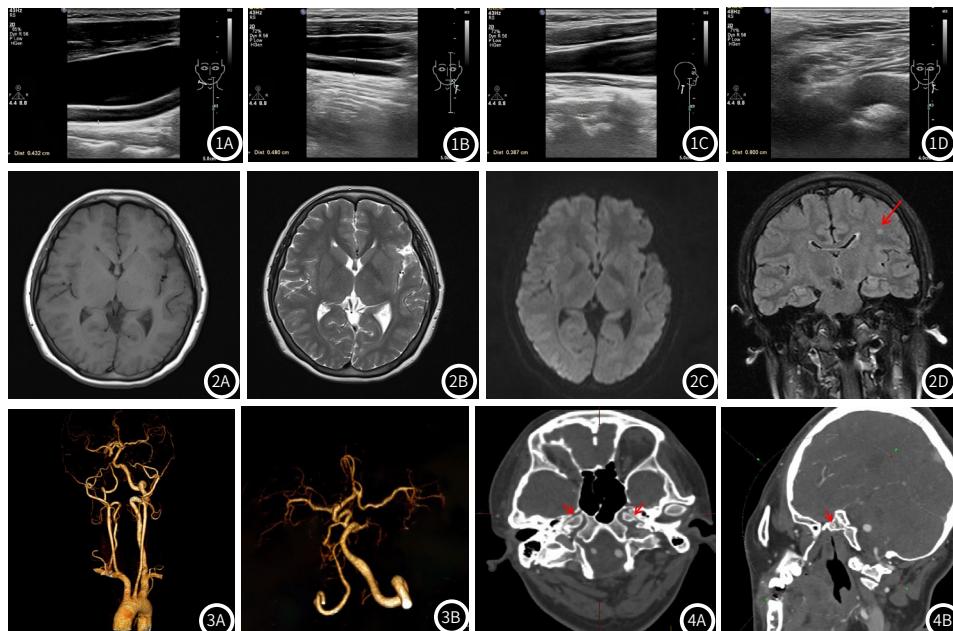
~图1B 双侧颈总动脉内径小，双侧颈内动脉显示不清；图1C~图1D 双侧椎动脉管径不对称，右侧椎动脉内径约3.8mm(图1C)，左椎动脉内径约8.0mm(图1D)。图2A T1加权成像(T1WI)。图2B T2加权成像(T2WI)；图2C 扩散加权成像(DWI)未显示异常信号。图2D 液体衰减反转恢复(FLAIR)序列上左侧额叶显示点状高信号，考虑为缺血性病灶(红色箭头)。图3A 头颈部动脉CT血管造影(CTA)，显示双侧颈动脉分叉消失，只可见颈外动脉显影，双侧颈内动脉未显影，左侧椎动脉增粗；图3B 头部CTA，显示双侧大脑前、中动脉由右侧后交通动脉(管腔迂曲、扩张)代偿供血，左侧后交通动脉未显影。图4A~图4B 颈动脉管的多平面重建(MPR)显示双侧颈动脉管狭窄(红色箭头)。
